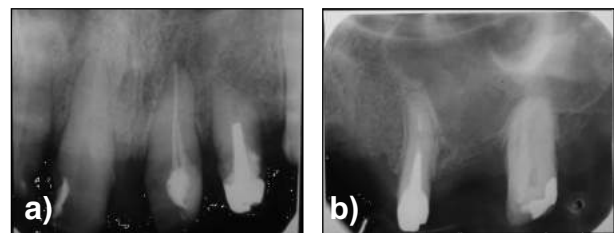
a), b) Pretreatment radiograph of the situation
